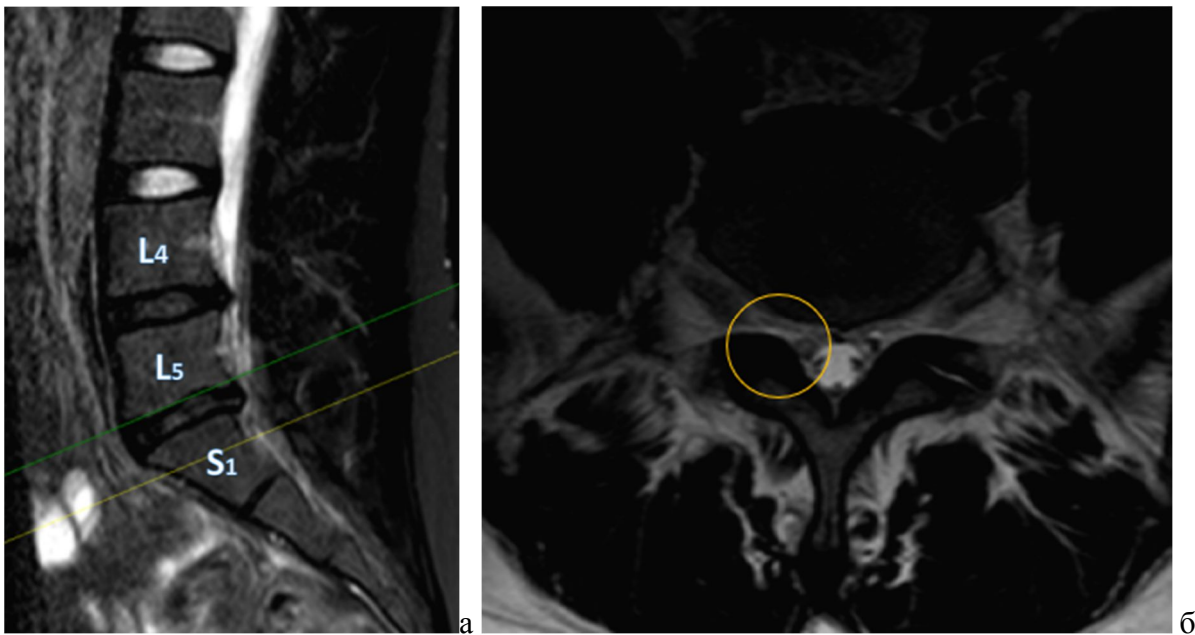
МРТ пояснично-крестцового отдела после операции: а – сагиттальная проекция, б – аксиальная проекция – межпозвонковый диск L5-S1
